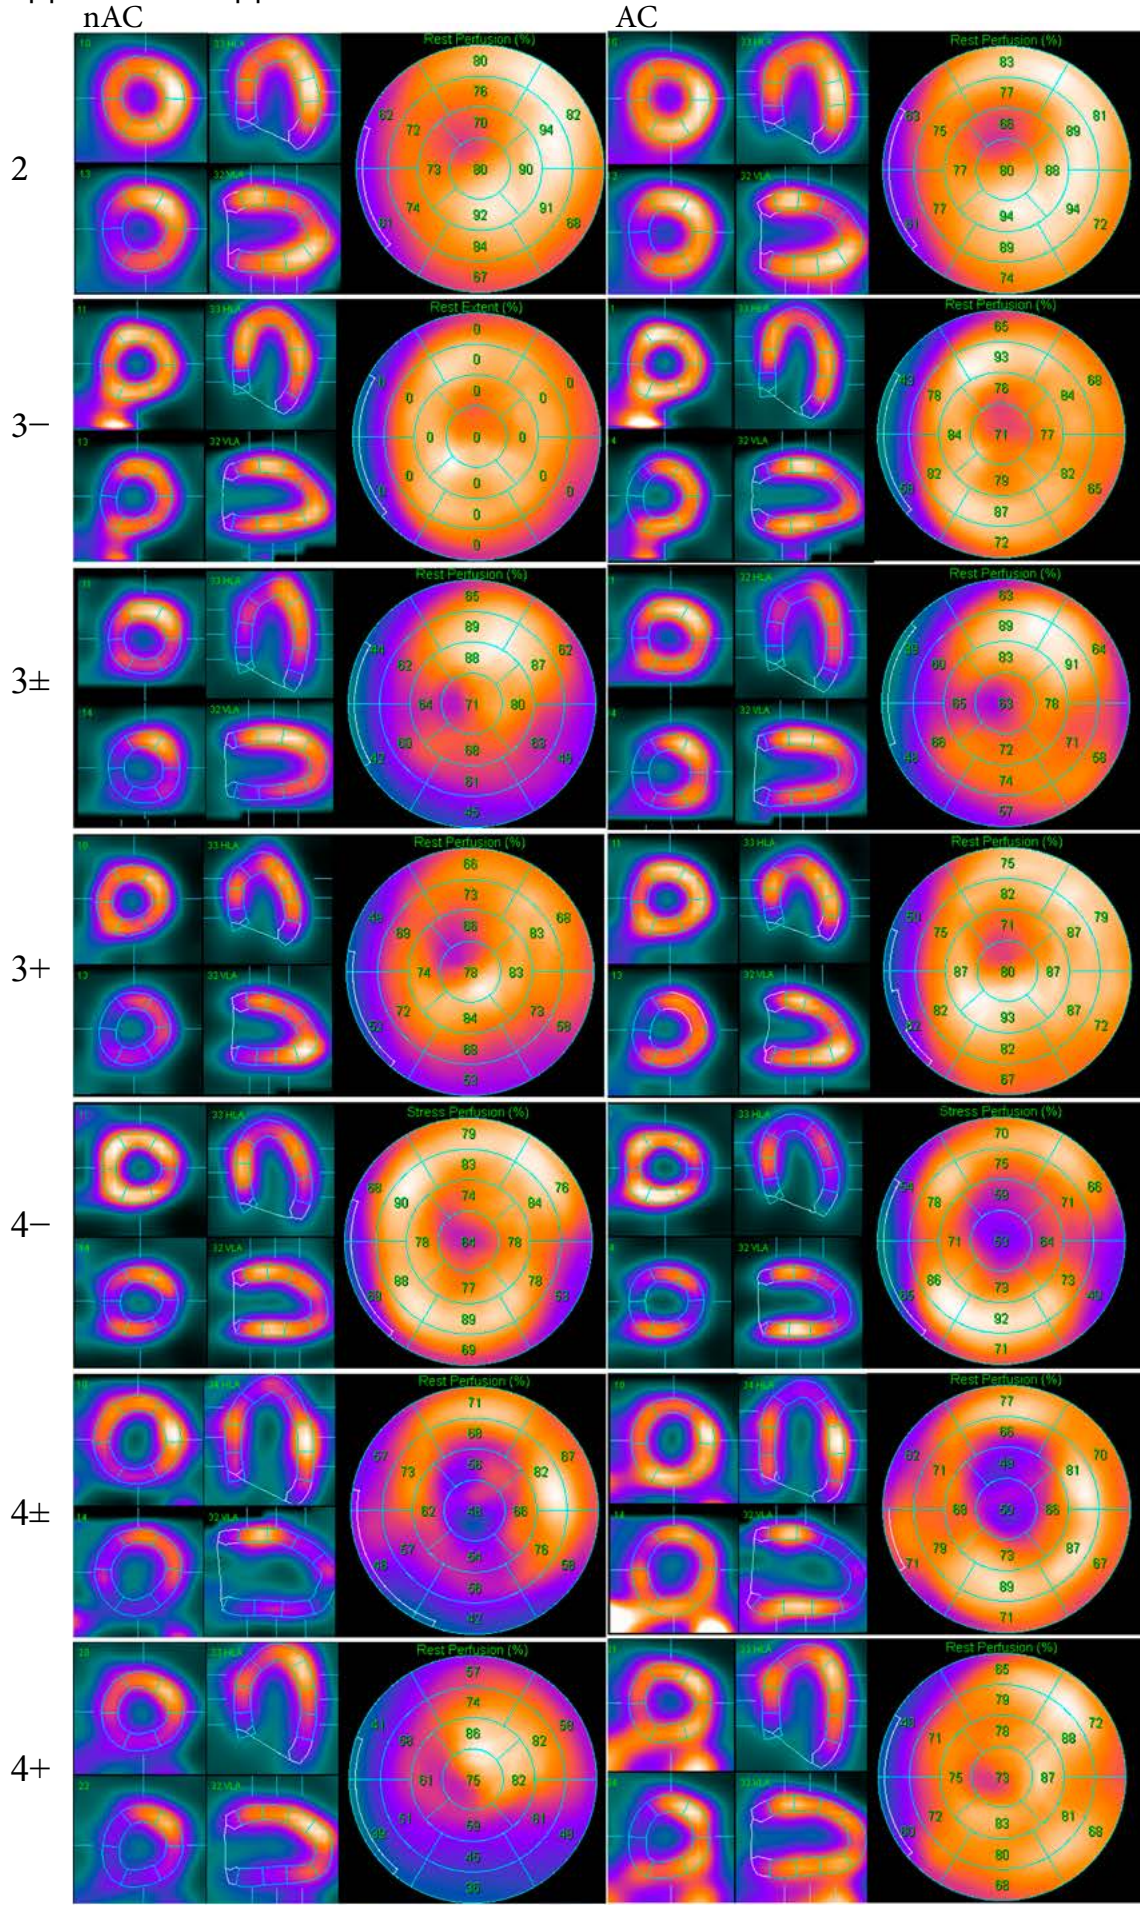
Наиболее типичные варианты различий между AC и nAC-изображениями перфузионной ОЭКТ миокарда
